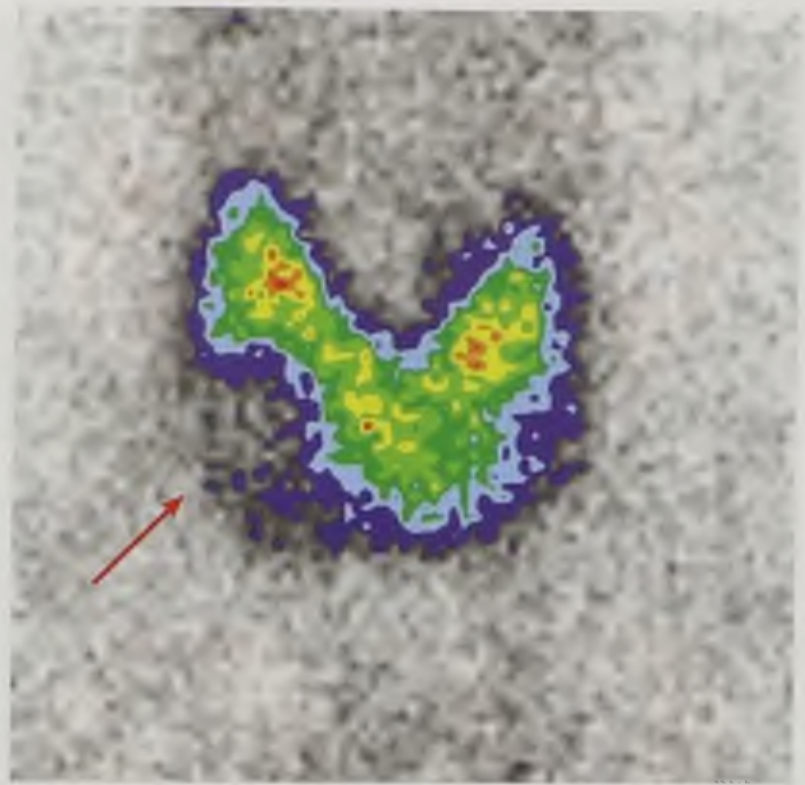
Статическая сцинтиграмма щитовидной железы с очагом пониженного накопления радиофармацевтического препарата («холодный узел») (стрелка)
